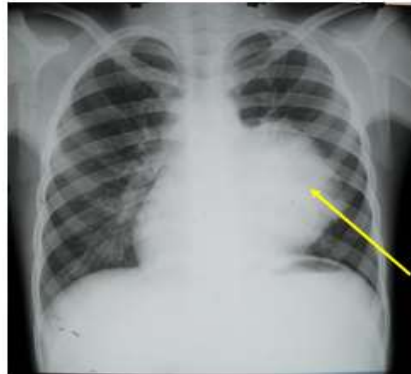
Radiografía del tórax vista Postero-anterior revela la presencia de imagen radiopaca (flecha amarilla), densa y homogénea, de aspecto tumoral, de contornos externos bien delimitados que provoca ensanchamiento del mediastino medio e inferior izquierdo y borra el contorno de la silueta cardíaca de ese lado.
